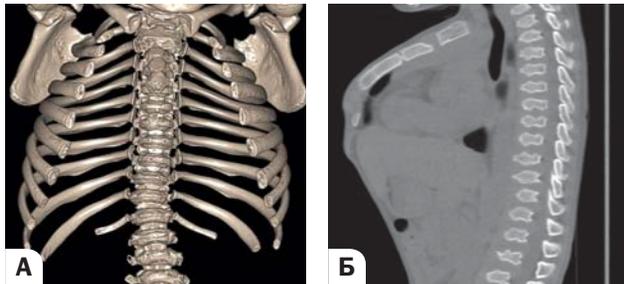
Рентгенограмма позвоночника пациента с мукополисахаридозом: искривление оси позвоночника
